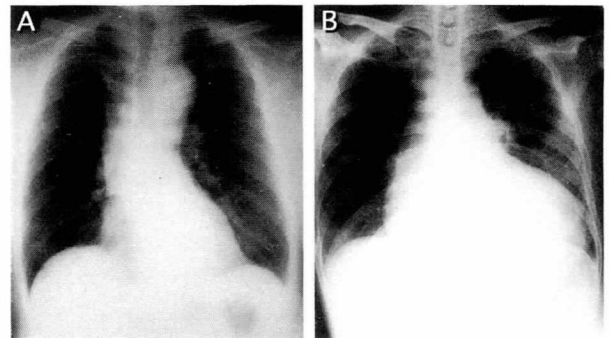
A) Chest X-ray film of a 58-year-old patient with calpainopathy (2-IV-6). Cardiothoracic ratio (CTR) is normal (48%). B) CTR of a 60-year-old BMD patient increased to 70%.
